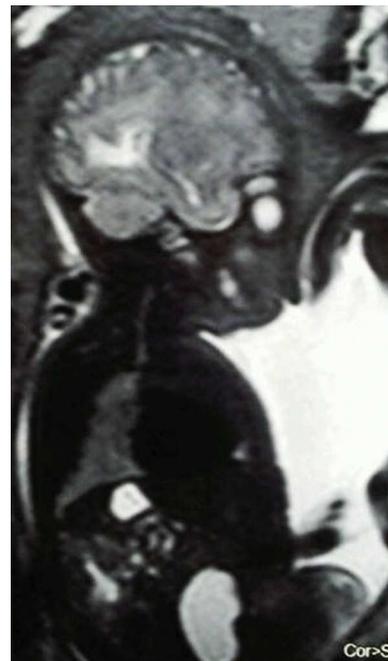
Resonancia magnética fetal intraútero. Línea media facial fetal en contacto con septo uterino.
